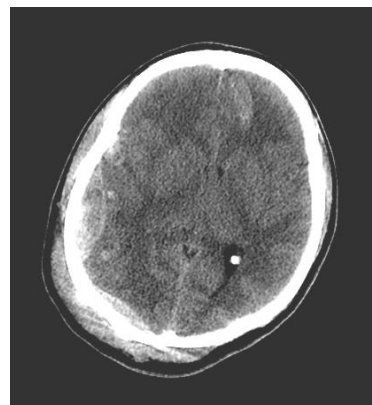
(b) - Imagem de TC de aquisição axial, onde observa-se Hematoma Epidural, de morfologia de “meia lua”.
